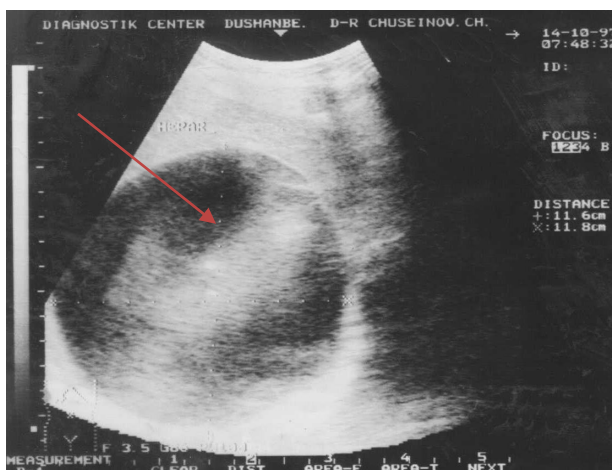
УЗИ печени. Признак полумесяца
